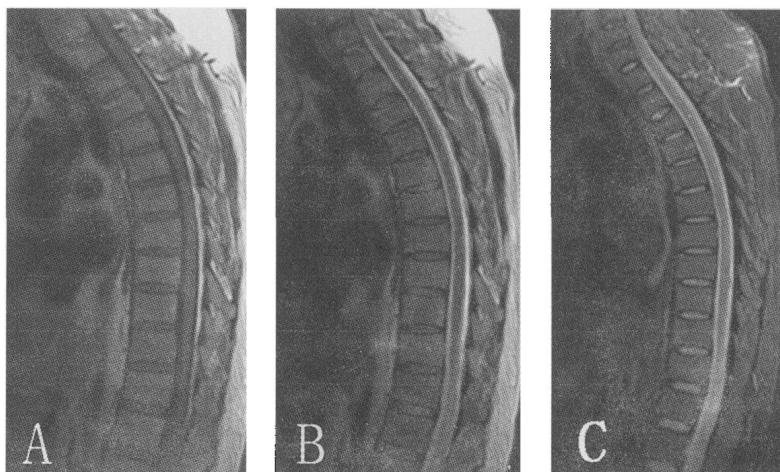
胸椎 MRI 图像。图 A 为矢状位 T1 加权像;图 B 为矢状位 T2 加权像;图 C 为矢状位 T2 脂肪抑制像。
